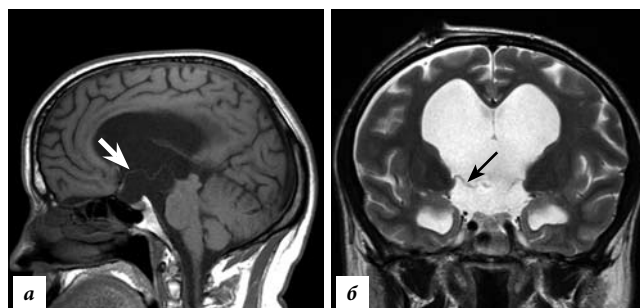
Послеоперационная МРТ головного мозга в различных режимах и срезах:
